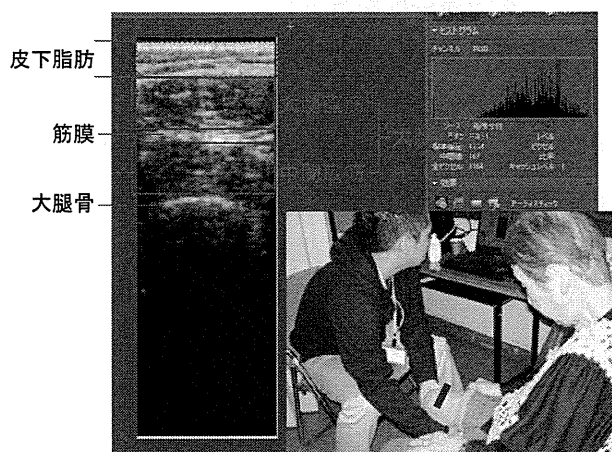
標準的な大腿前面の超音波画像の例と大腿EIの測定画面
